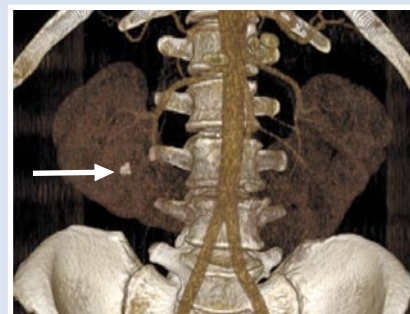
3D-моделирование снимков КТ. Стрелкой указан конкремент подковообразной почки.
